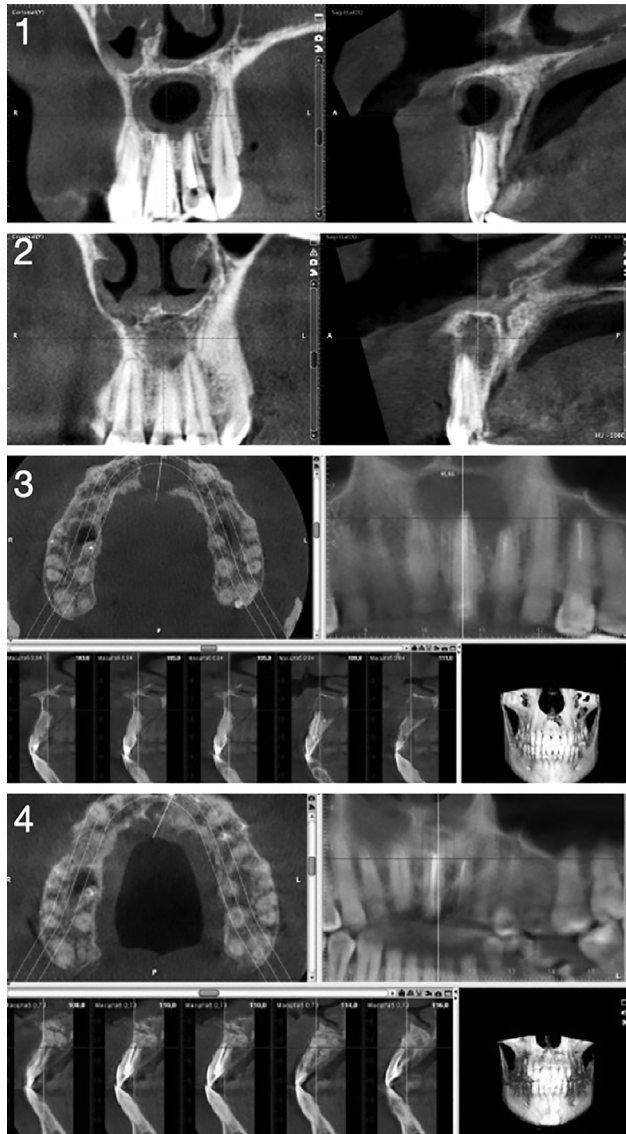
CBCT's of patients from the groups 1 and 2 before and after surgical treatment.
